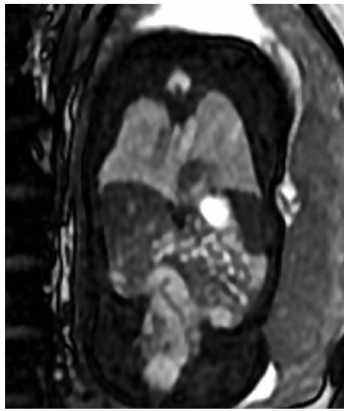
孕33周 MRI 冠状位示病灶邻脊柱部分呈楔形紧贴中线及左膈面内侧
